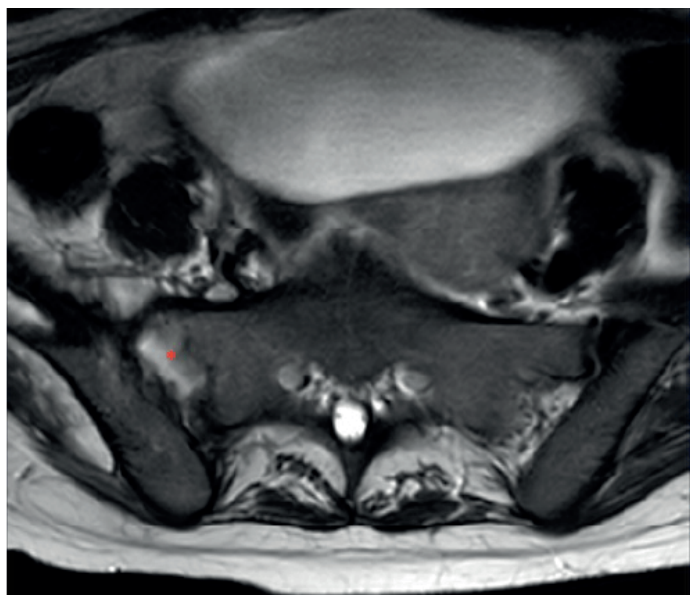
Corte axial de resonancia magnética en secuencia T2 que muestra señal hiperintensa y edema medular de la articulación sacroiliaca derecha (asterisco). Artritis inflamatoria de probable origen infeccioso en la articulación sacroiliaca derecha con signos de sinovitis y colecciones inflamatorias que se extienden al interior hacia el músculo iliaco, posterior hacia el músculo piriforme y grupo muscular de los glúteos. Signos de osteomielitis subyacente a la articulación sacroiliaca derecha, principalmente del ala iliaca.
